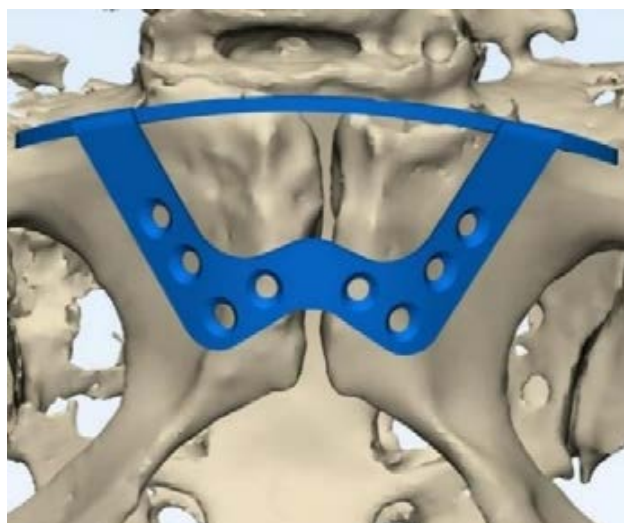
КТ-реконструкция с моделью женской пластины
